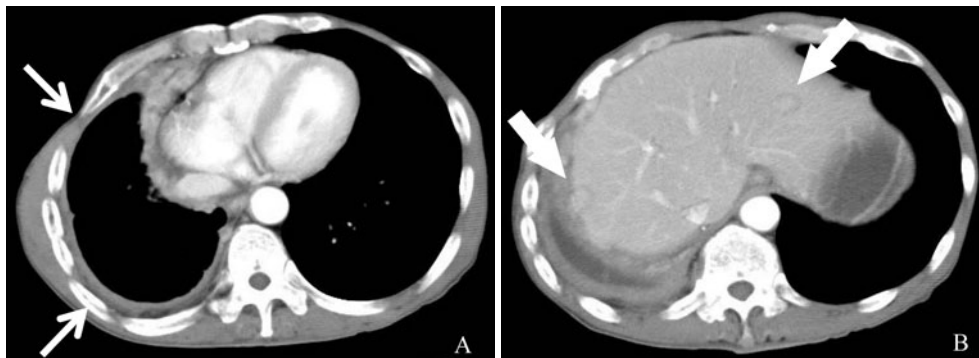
(A) June 2009. A chest CT scan shows pleural thickening and effusion. (B) February 2010. A chest CT scan shows progressive pleural thickening and effusion and reveals liver tumors (arrow).
